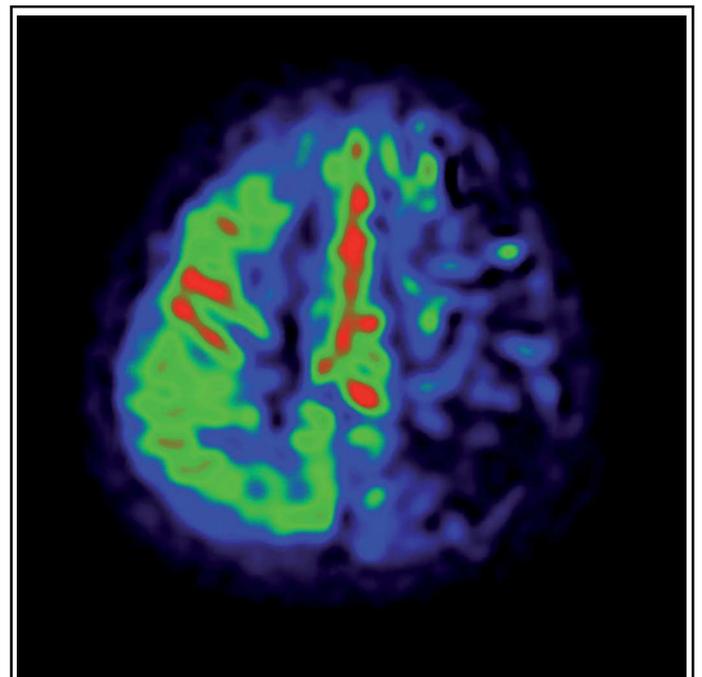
IRM cérébrale fonctionnelle de perfusion, séquences ASL -coupe axiale- illustrant l'hypoperfusion hémisphérique gauche.
